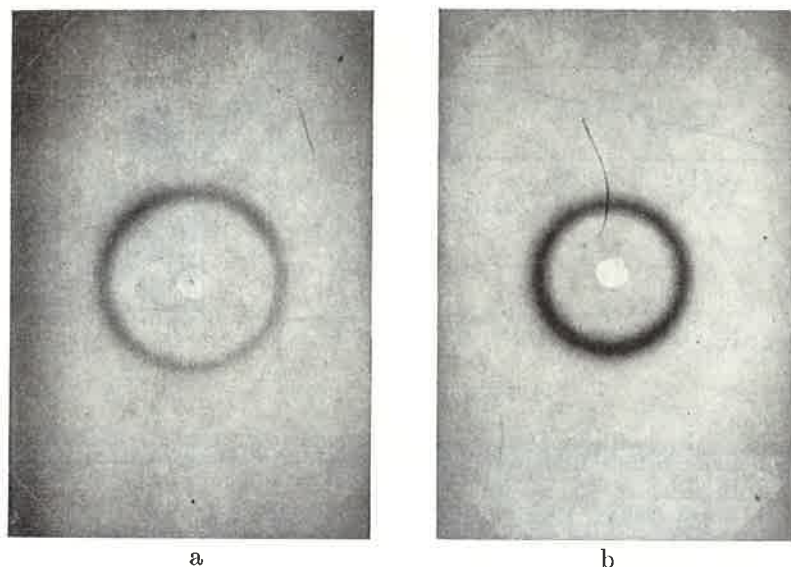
A. Röntgenaufnahmen von homogenen, isotropen, an mizellarer Substanz beinahe gesättigten Natriumkaprylatlösungen.
